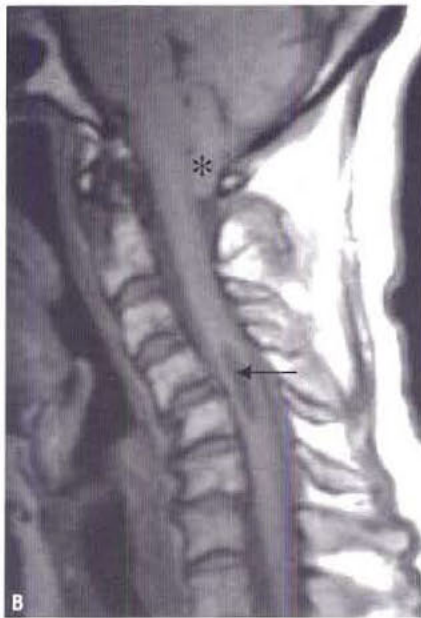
Cavité syringomyélique de la moelle cervicale (flèche). L'IRM sagittale en séquence T2 (A) et T1 (B) montre le contenu liquide de cette cavité (en hyposignal T1 et hypersignal franc en T2) ; noter également une ectopie des amygdales cérébelleuses (*) de siège anormalement bas, en dessous du foramen magnum.
